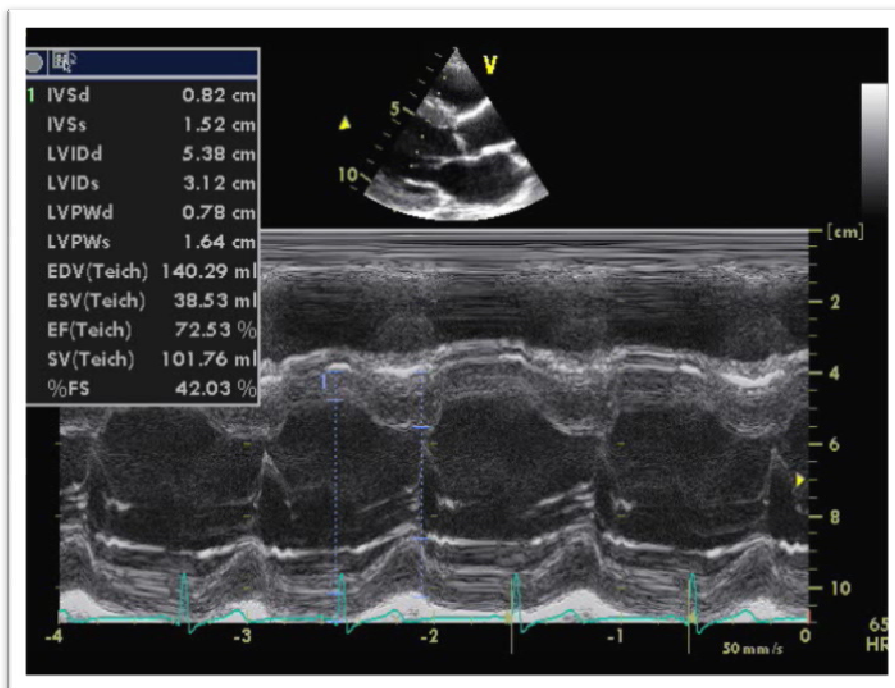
VG dilaté à parois hypertrophiées de bonne fonction systolique en mode TM, en coupe parasternale grand axe
